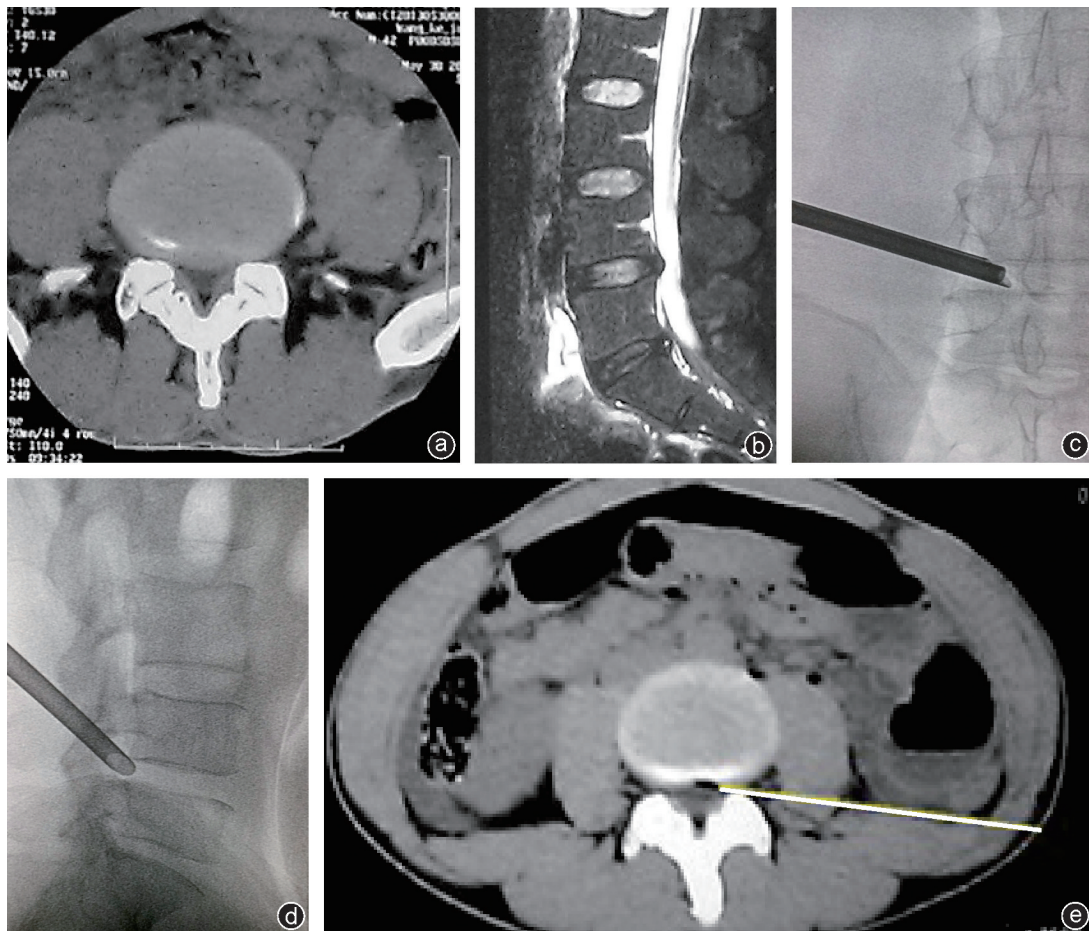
患者, 男, 42 岁, 因“左侧腰腿疼痛 1 个月”入院, 诊断为 L_{4/5} 椎间盘突出症 a, b: 术前 CT 及 MRI 可见 L_{4/5} 存在明显椎间盘突出, 压迫硬膜囊及神经根; c, d: 术中工作套管正侧位像, 可见工作套管的位置非常合适; e: 术后发现腹胀后行腹部 CT, 可见存在明显肠胀气及液平, 测量发现穿刺点距后正中线约为 11 cm 时的穿刺路径(白线)已经穿过后腹膜, 有可能损伤肠管
